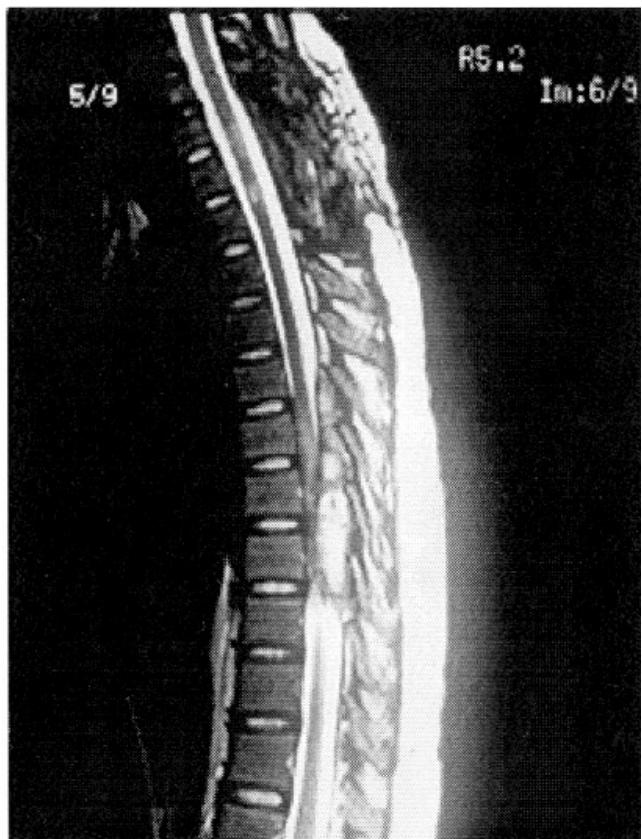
RM torácica: corte sagital, tuberculoma intrarráquideo de T5 a T8.
